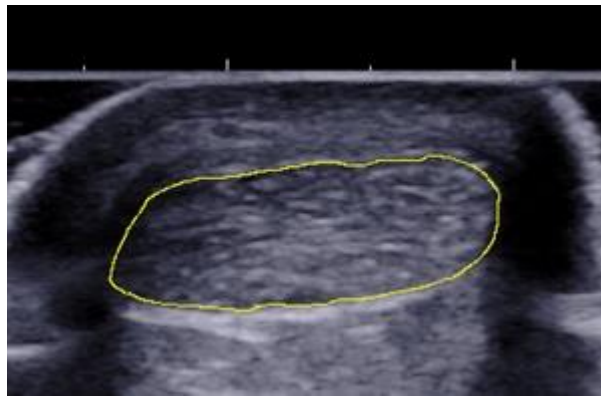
Exemplo da área de secção transversal do TC medida pelo *software* livre ImageJ na imagem de ultrassom.
